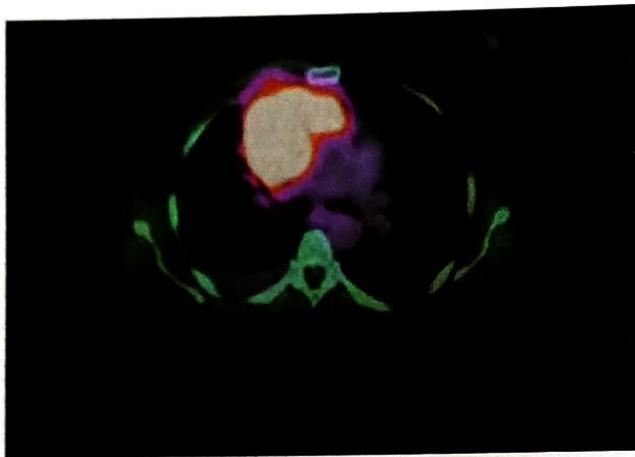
TC de tórax de paciente con gran masa mediastinal por linfoma difuso de células grandes B primario de mediastino.
